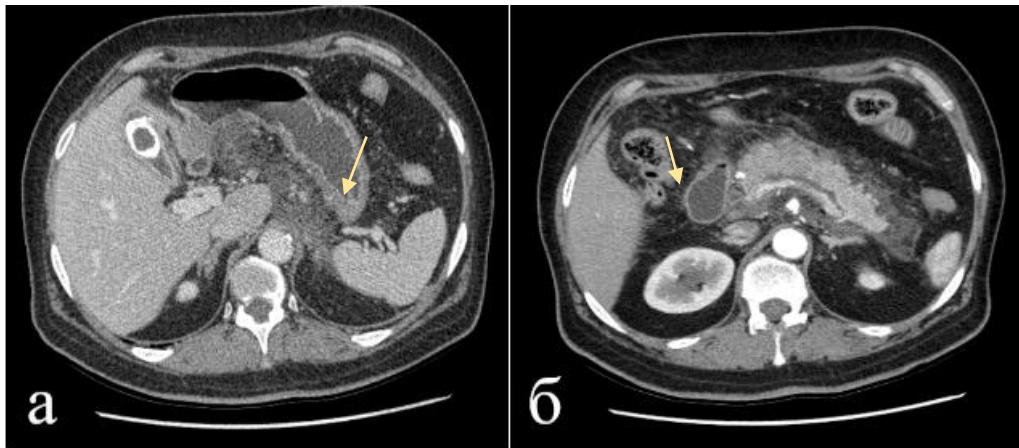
Компьютерно-томографическое изображение жидкостного скопления в парапанкреатической клетчатке и забрюшинном пространстве слева (а, б), участка некротизированной ткани головки поджелудочной железы (б)
